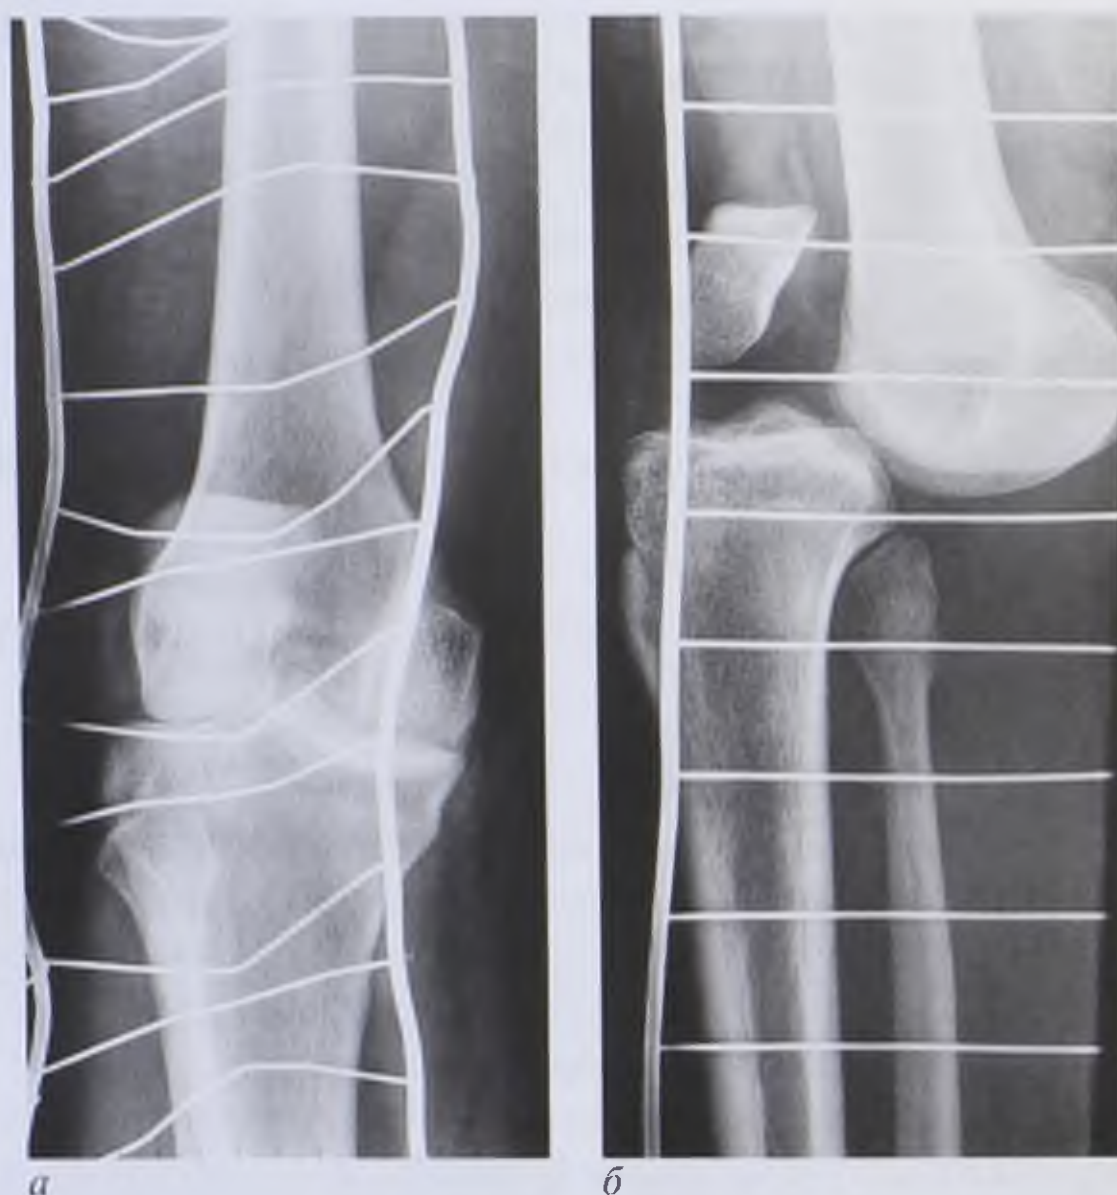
Рентгенограммы коленного сустава: *а* — прямая проекция; *б* — боковая проекция. Передний вывих голени
